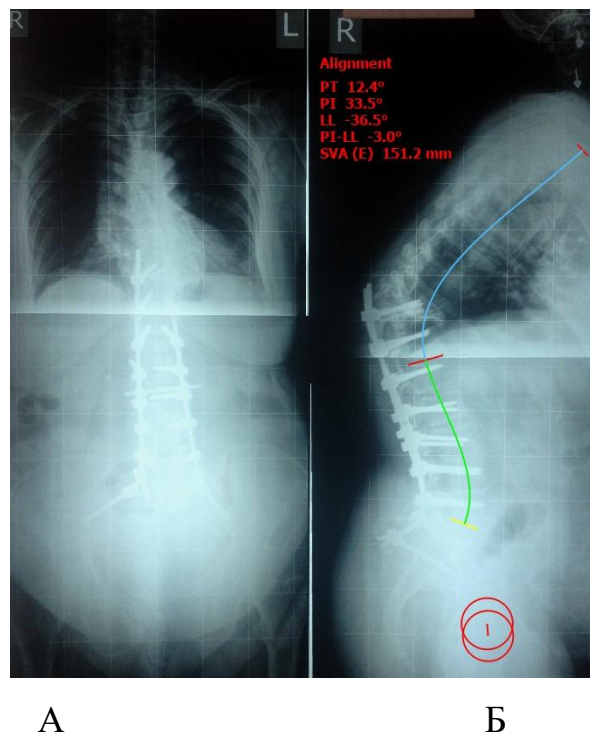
Телерентгенограмма пациентки З., 62 года, 4 месяца после операции. ППК, перелом Th<sub>10</sub> позвонка. А – прямая проекция; Б – боковая проекция
